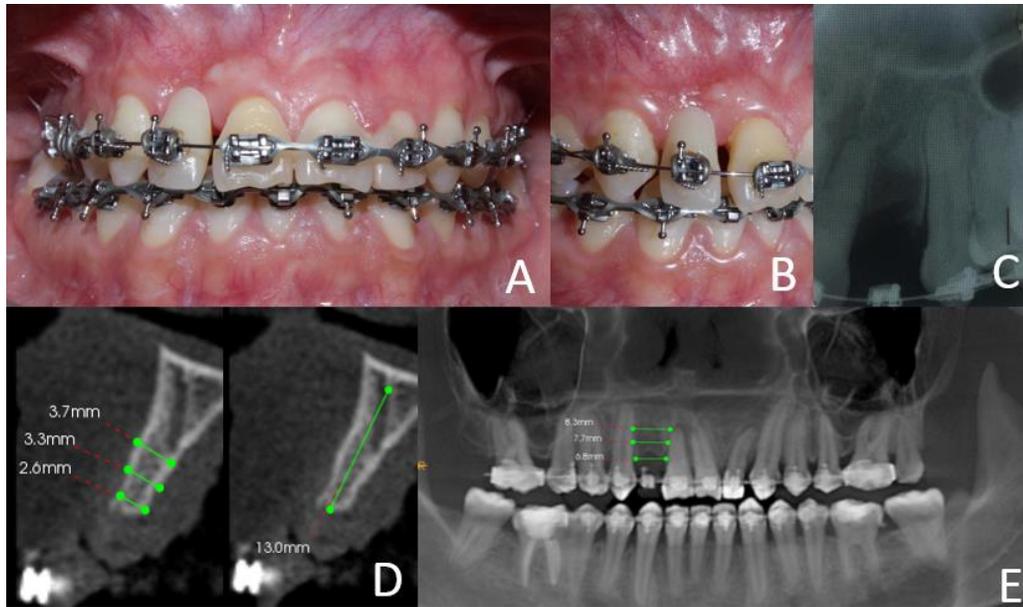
Auxiliares de diagnóstico. Fotografía inicial intraoral vista frontal (2A). Acercamiento de OD. 1.2 (2B) . Vista frontal. radiografía periapical (2C). tomografía cone beam corte sagittal (2D). Tomografía cone beam, vista panorámica con mediciones para la elección en longitud y anchura del implante (2E).
